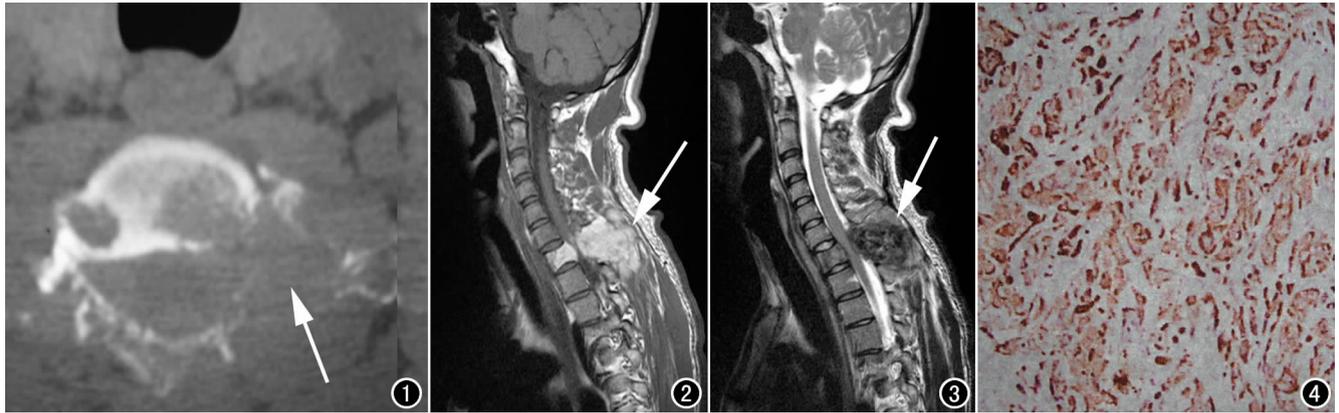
CT 示颈<sub>7</sub> 椎体骨质破坏,以左侧椎弓根明显,内未见斑点状钙化。图 2 MRI T<sub>1</sub>WI 示颈<sub>7</sub> 椎体及椎弓根、棘突正常骨髓信号消失呈短 T<sub>1</sub> 高信号。图 3 T<sub>2</sub>WI 呈短 T<sub>2</sub> 低信号,相应椎管脊髓受压。图 4 HE 染色显示肿瘤形态多样化,大小不等,有明显异形性,胞质丰富红染,界限不清,细胞内外可见不规则黑色素颗粒。
